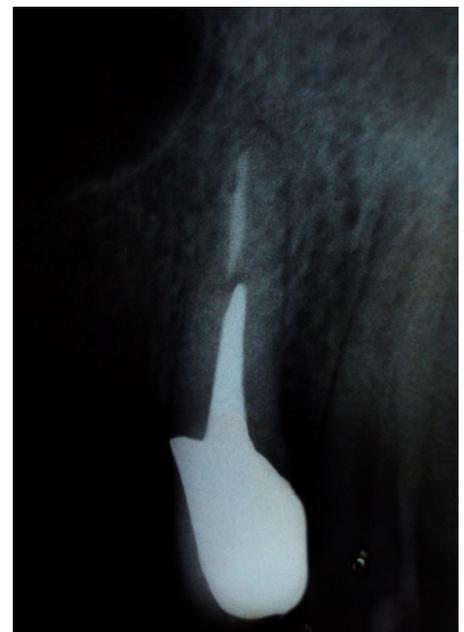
Radiografía Control. Mayo 2014, paciente caso 2.
